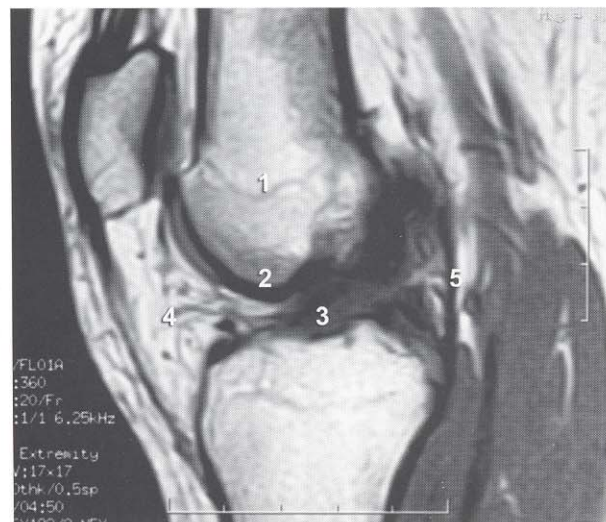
RMN. Corte sagital: 1-Cicatriz epifisaria. 2-Cartílago articular del cóndilo femoral. 3-Menisco interno. 4-Grasa infrapatelar. 5-Cápsula articular fibrosa.
